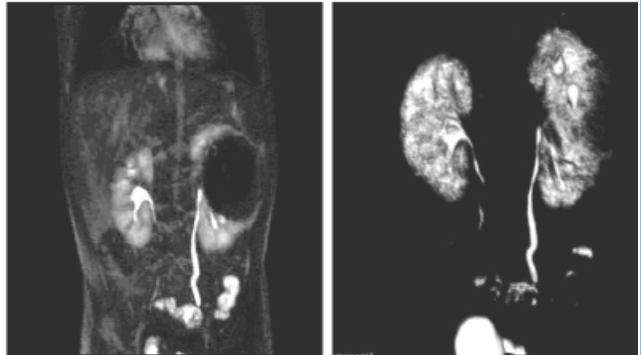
Resonancia magnética con técnica de Uro-RM. Duplicidad ureteral bilateral y dilatación Grado V derecha y grado III izquierdo. Estudio sin contraste endovenoso.
